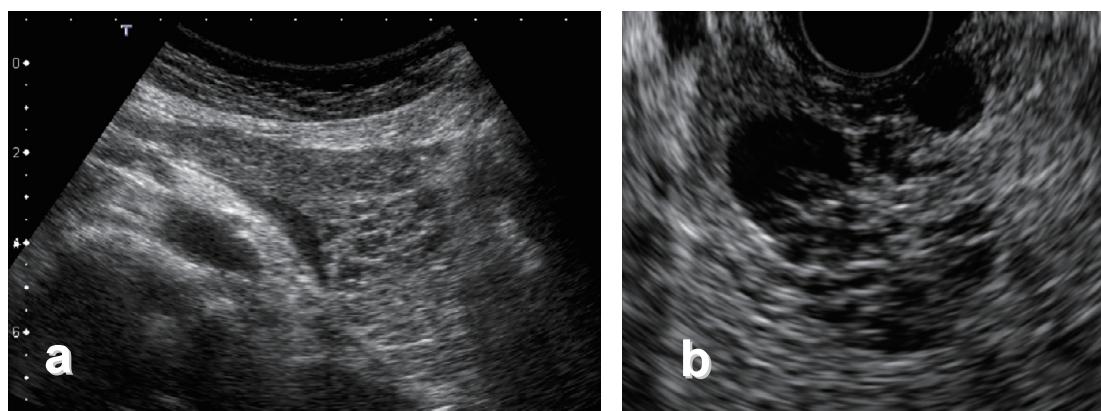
【腫瘍形成性胰炎 (mass-forming pancreatitis)】 経腹壁超音波検査 (US), 超音波内視鏡検査 (EUS)
